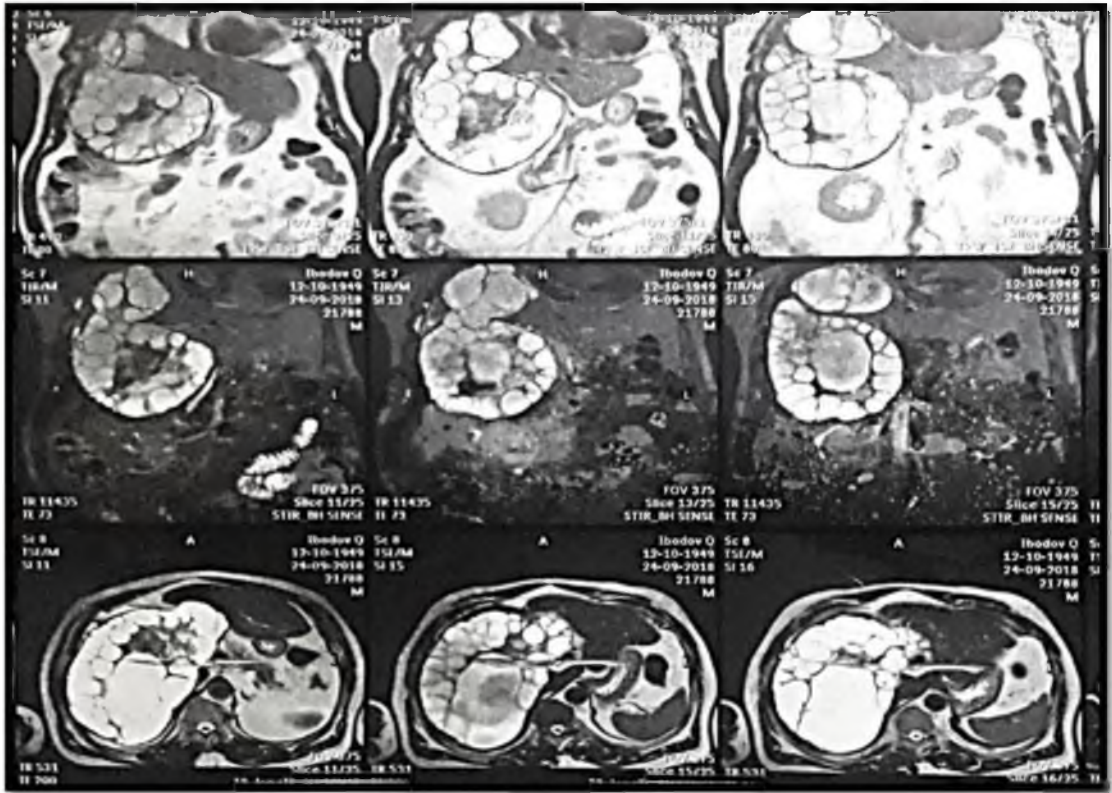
КТ. «Гигантский» эхинококкоз печени
